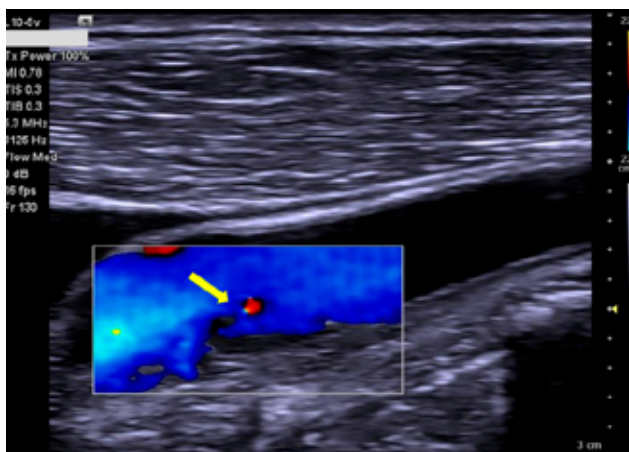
EcoDoppler dos vasos do pescoço. Presença de placa aterosclerótica ulcerada, no bulbo carotídeo direito, com preenchimento de contraste intraplaca (seta) e sinais de turbulência de fluxo.
